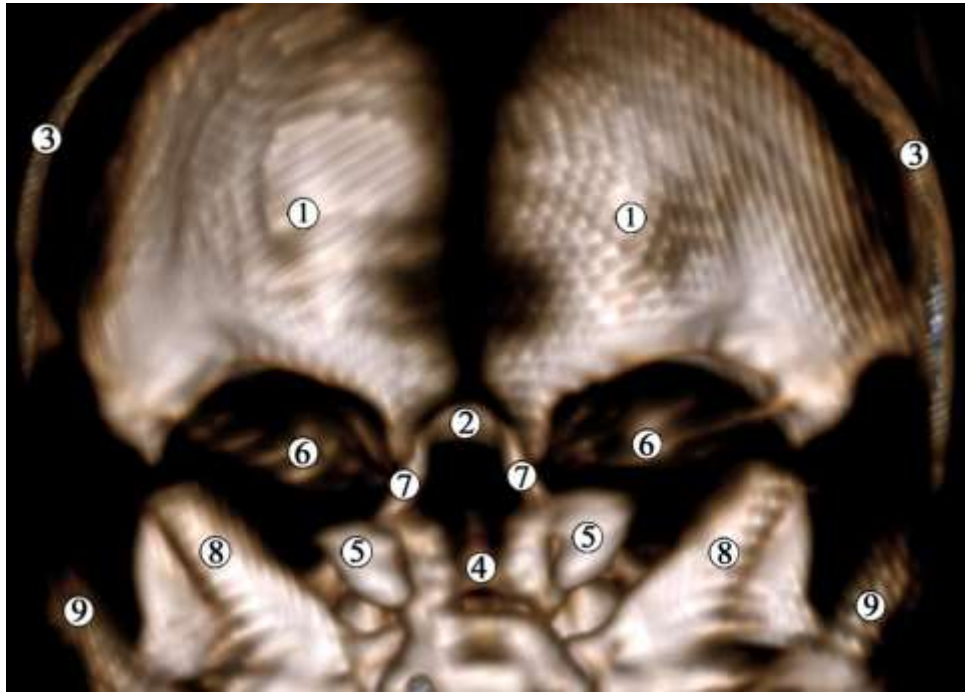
Комп'ютерна томограма голови 4-місячного плода людини (180,0 мм ТПД). Задня проекція. Зб.: x3:
